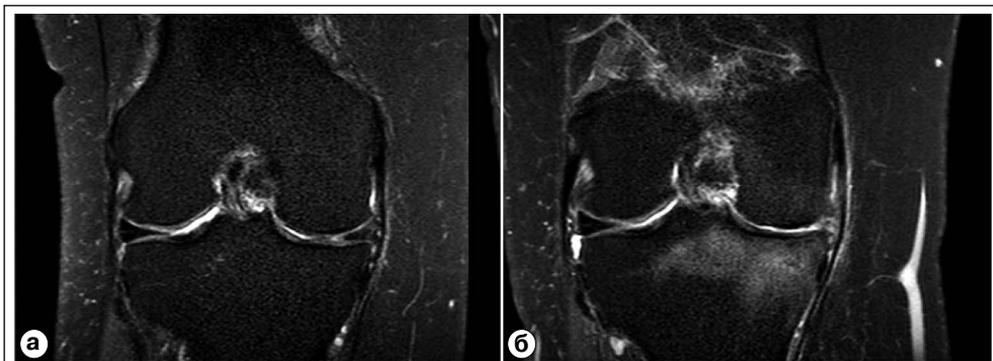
МР-томограммы коленного сустава: а) корональная проекция в режиме PD с подавлением сигнала от жировой ткани до артроскопии коленного сустава; б) корональная проекция в режиме PD с подавлением сигнала от жировой ткани через 2 мес. после артроскопии коленного сустава.
